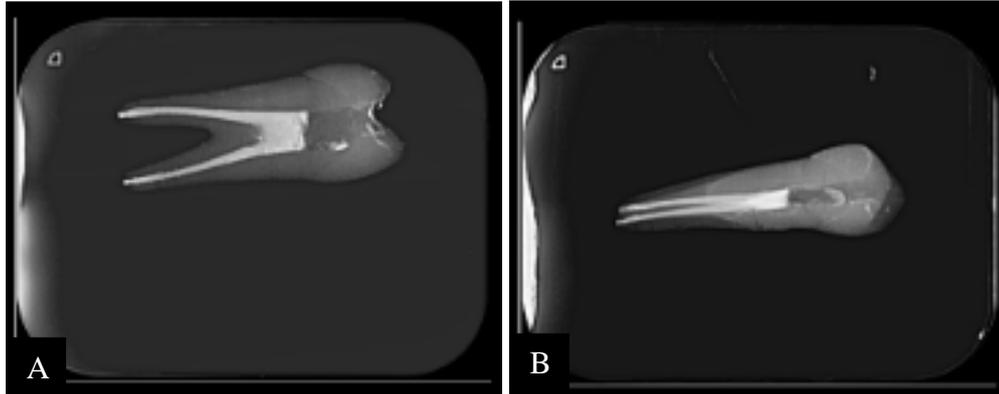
Radiografias periapicais méso–distal (A) e vestibulo–lingual (B) dos dentes após o preparo mecânico e obturação dos canais radiculares.
